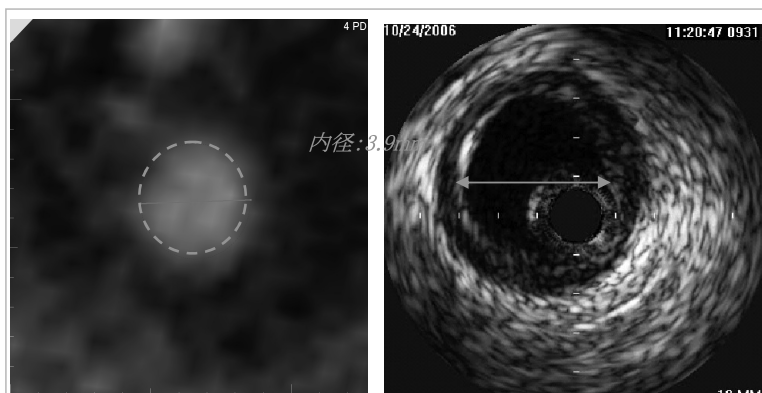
Coronary-CT (右)、IVUS (左)
